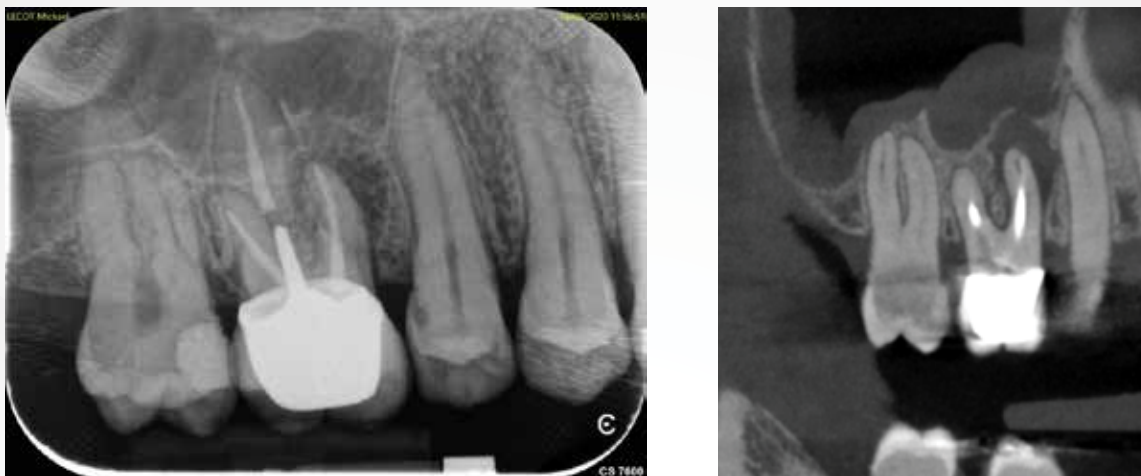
L'immagine retro-alveolare acquisita con il sistema CS 7600 offre una panoramica essenziale per valutare la qualità della ricostruzione protesica, il periodonto e la prognosi meccanica del dente. L'immagine CBCT fornisce un'immagine più accurata dell'estensione e della posizione della lesione.
